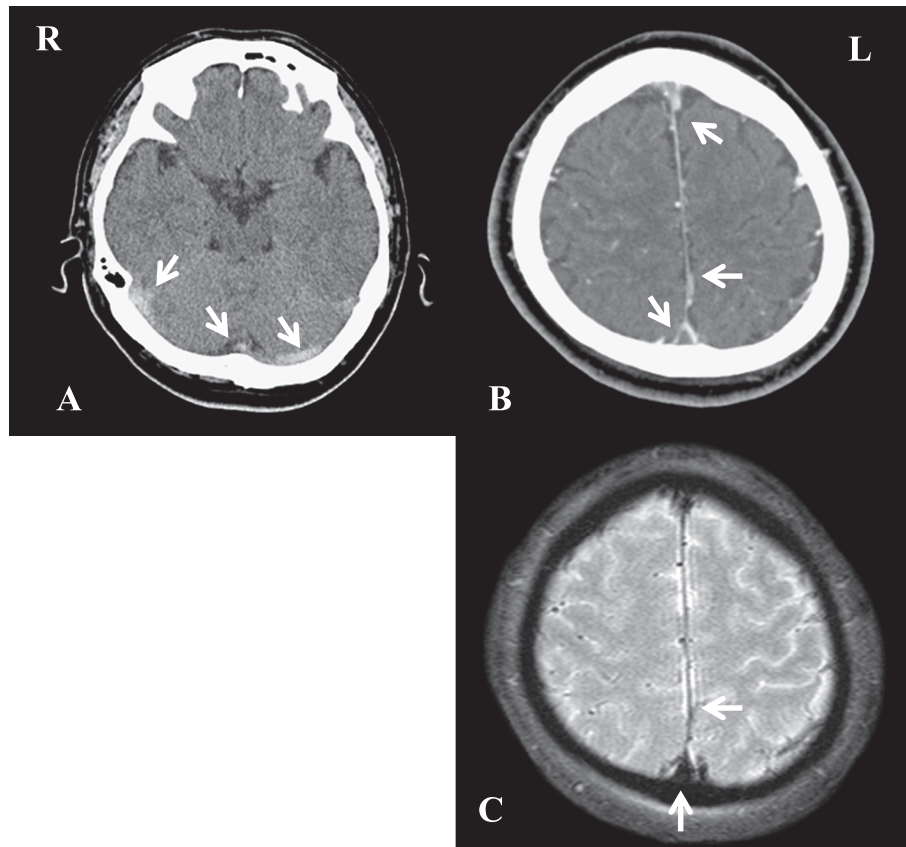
Brain CT and MRI of case 1.
